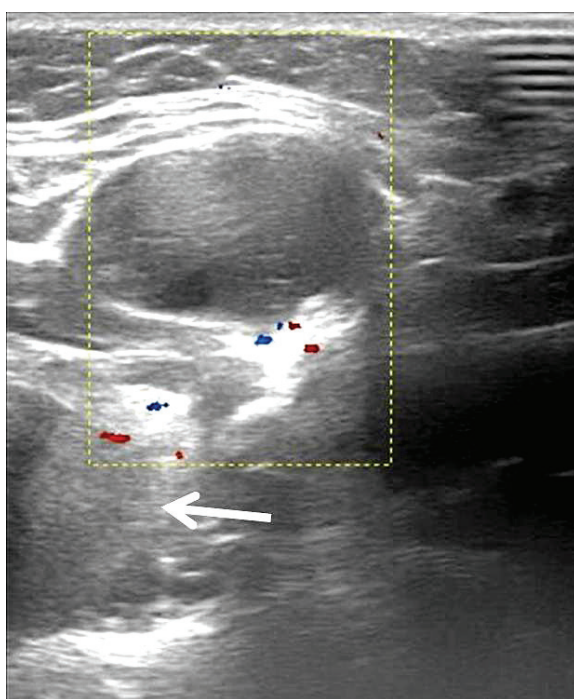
Ecografía cervical (con modalidad doppler), que muestra una lesión quística inmediatamente por debajo de la piel. Nótese la relación con la glándula tiroidea por debajo (flecha).
